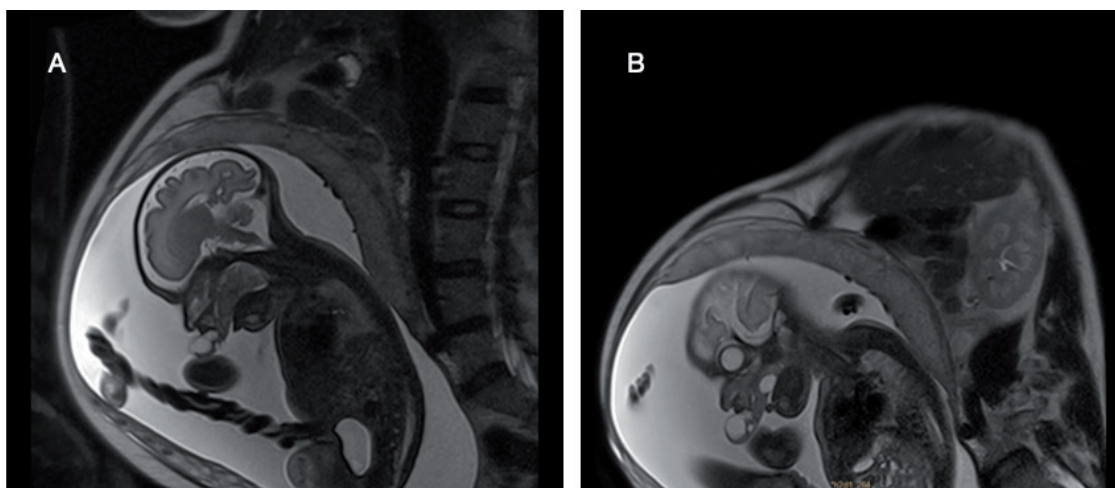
RMN fetal a las 31 semanas de gestación. Secuencia T2. A: se observa una tumoración que ocupa casi la totalidad de la cavidad oral y crecimiento extraoral, sin clara infiltración de tejidos subyacentes. B: observamos diferentes densidades dentro de la tumoración que podrían corresponder a componente quístico intralesional.
